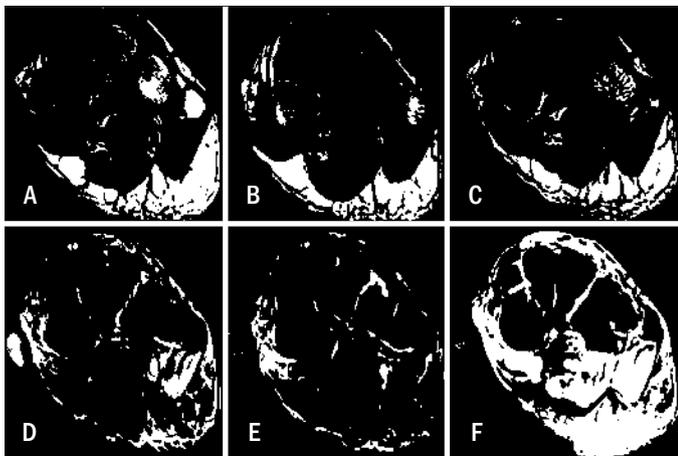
Sequência de ressonância magnética, pesada em T1 e T2, demonstra rotura parcial do tendão tibial anterior, associado à alteração inflamatória peritendínea. (A, B e C) Coronal pesada em T1. (D, E e F) Coronal pesada em T2.
